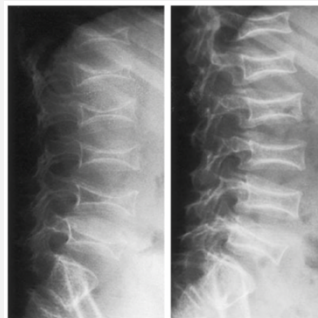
Radiografías laterales de la columna vertebral de un niño de 6 años con *OI* antes (panel izquierdo) y después (panel derecho) de 18 meses de tratamiento con pamidronato. Los aumentos de la DMO de las vértebras son evidentes. La DMO antes del tratamiento fue de 0,205g/cm² y después de 18 meses de tratamiento fue de 0,371g/cm² (98).
